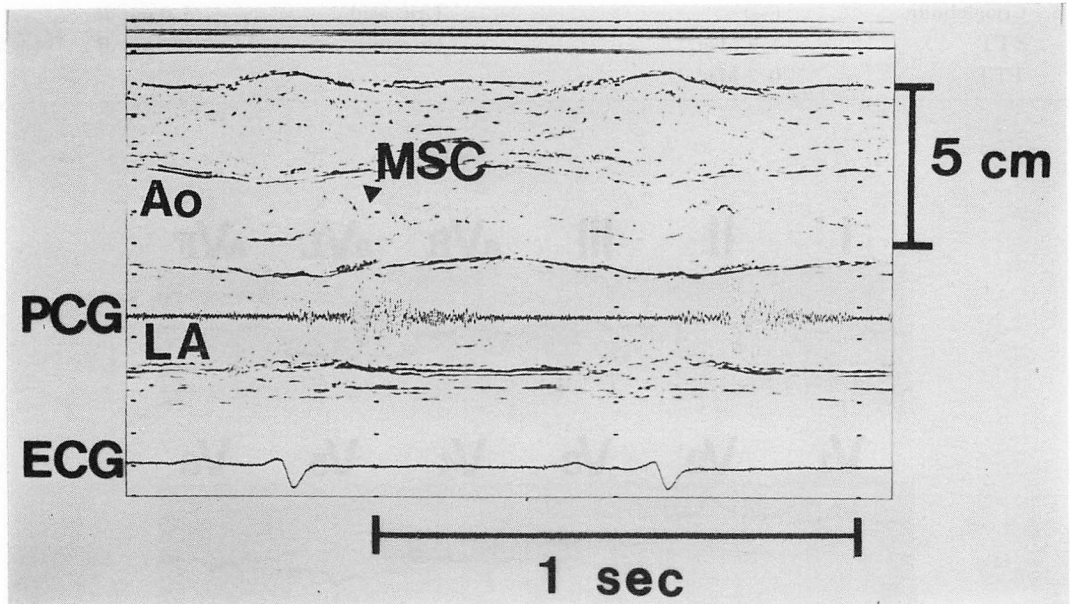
M-mode echocardiogram of the aortic valve with midsystolic closure.
